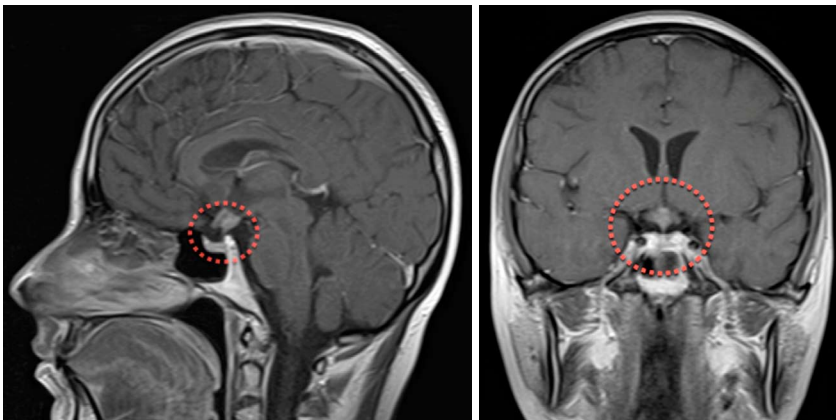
Сагітальна (ліворуч) та фронтальна (праворуч) площини МРТ з внутрішньовенним контрастуванням. МР-картина ураження стебла гіпофіза: метастаз верифікованого гістологічно раку молочної залози
